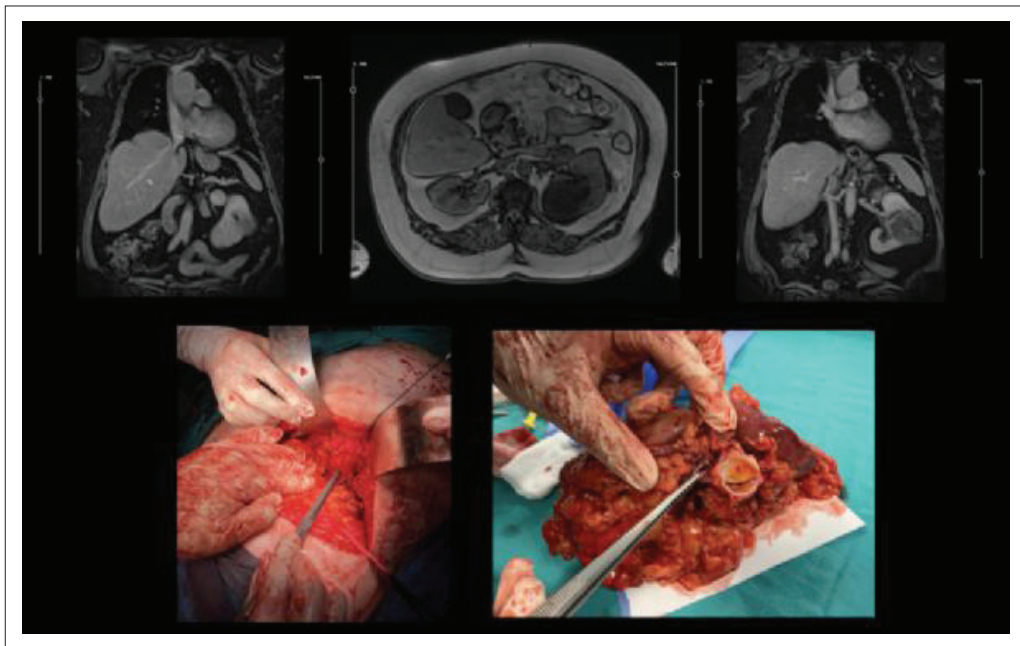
Renal artery aneurysm. Magnetic resonance imaging showing renal artery aneurysm (RAA) in coronal and transverse sections along with the renal mass on another coronal section (top). Perioperative demonstration and back table dissection of the aneurysmatic renal artery (bottom).
